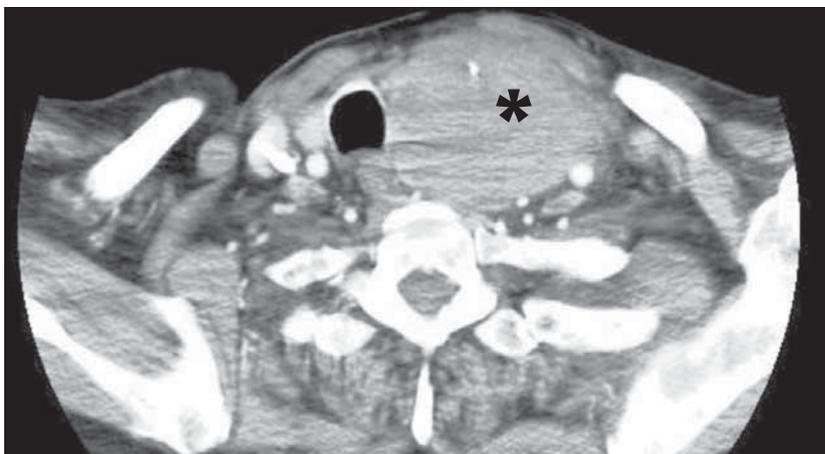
Detalle de la TC de cuello que muestra un hematoma en el lóbulo tiroideo izquierdo (asterisco).
